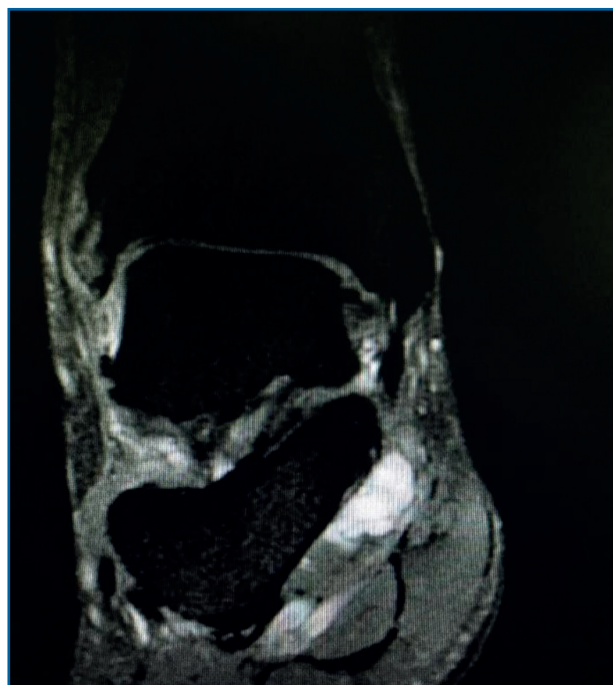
Resonancia magnética, corte coronal en T2. Se observa una lesión ocupante de espacio en el canal tarsiano.
